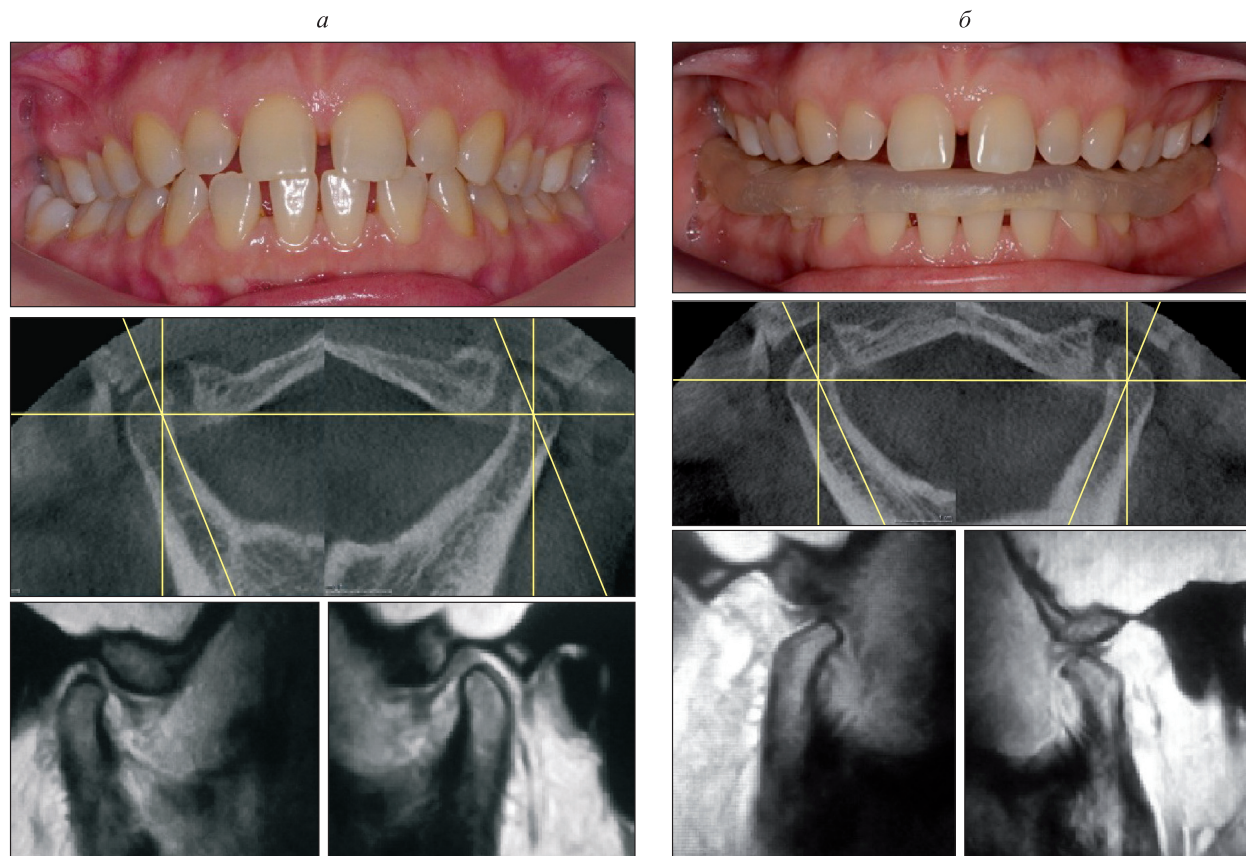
Состояние окклюзии, КЛКТ и МРТ ВНЧС пациентки М. до (а) и после (б) лечения
